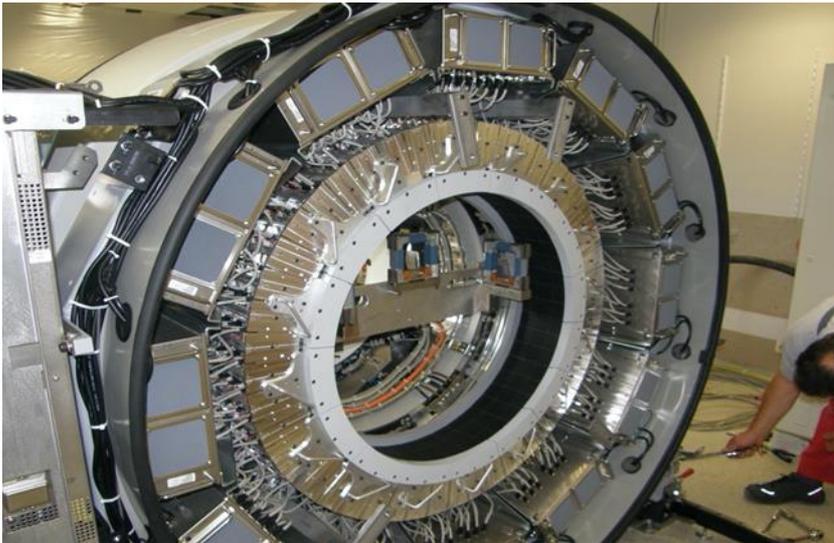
PET/CT-Anlage in dem Asklepios Klinikum Harburg: vollwertiges 40 Zeilen CT (Aufnahme aus dem Asklepios Klinikum Harburg)
